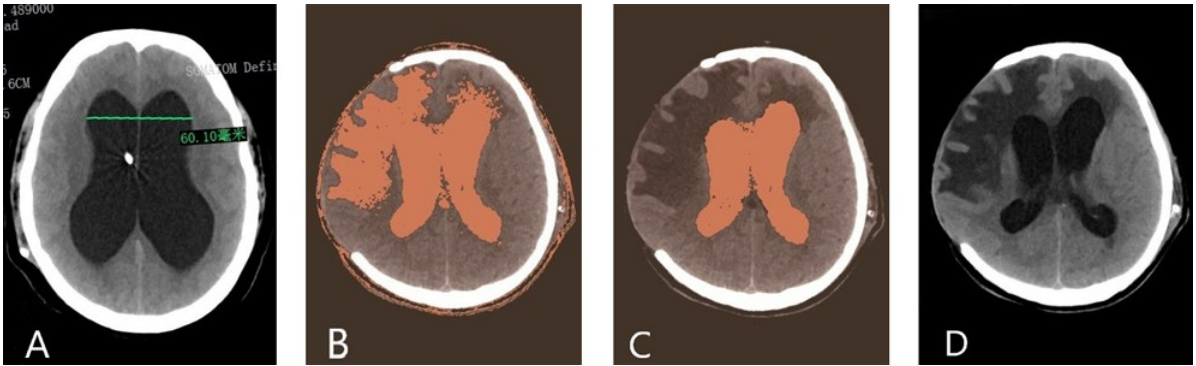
CT 测量侧脑室额角最大宽度及 3D Slicer 软件手动修正侧脑室的边界
